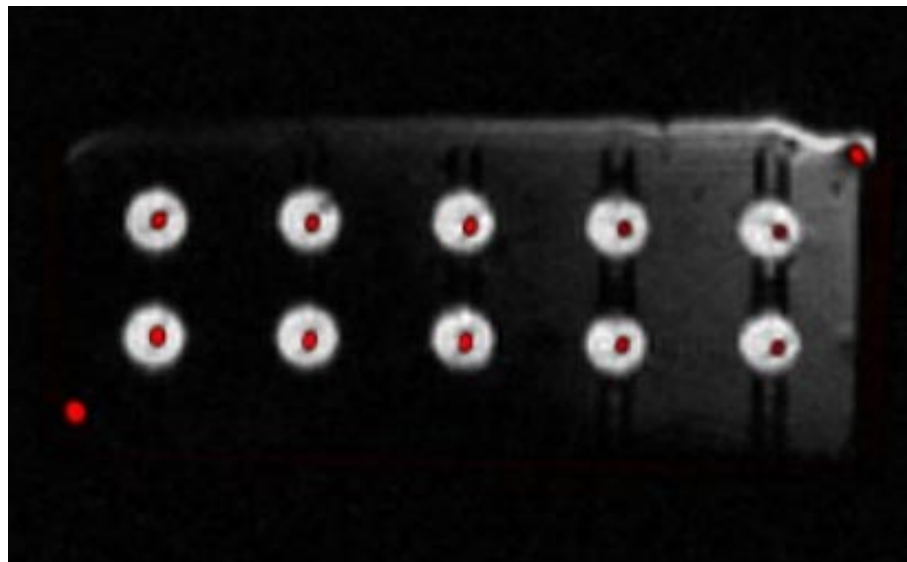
Fusionierter Datensatz des sogenannten Koordinatenkastens, Kodierung der Metallmarker aus der CT-Untersuchung (rot) und des Gels (weiß) innerhalb des Kunststoffkastens aus der MRT-Untersuchung, der in beiden Modalitäten nicht dargestellt ist
